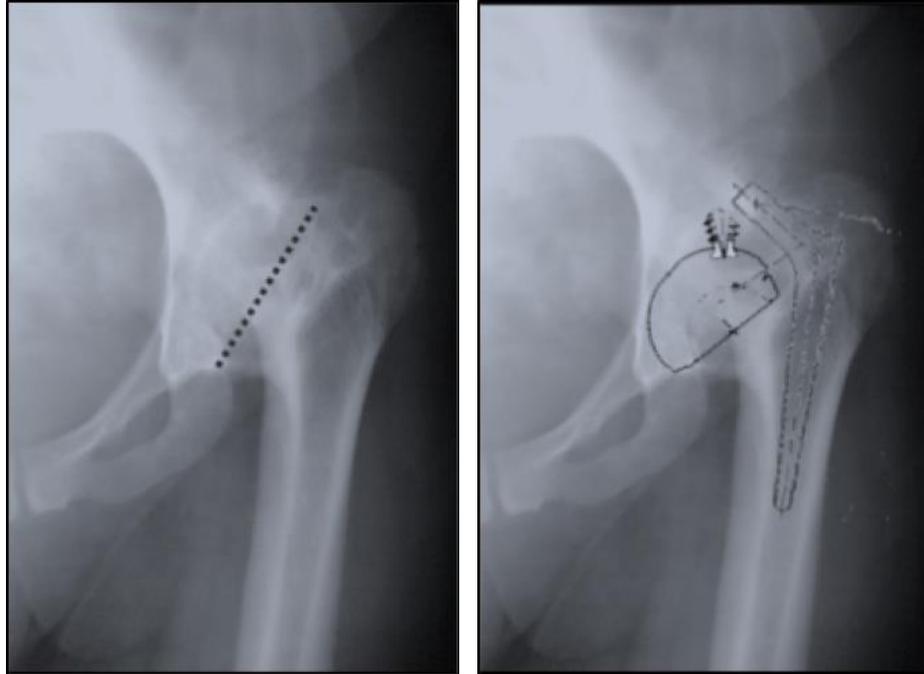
Рентгенограмма таза пациентки 65 лет с анкилозом правого тазобедренного сустава при поступлении
